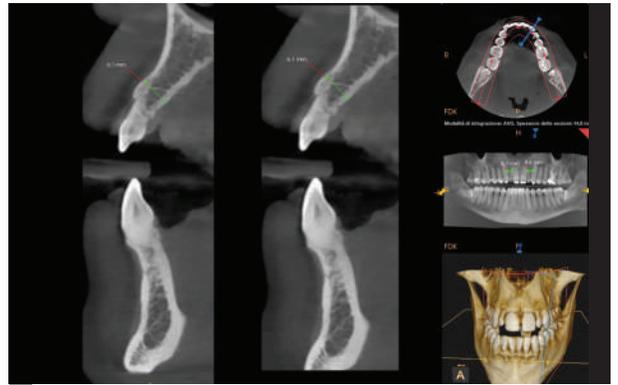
Cross section CT che evidenzia lo spessore vestibolo-palatale del 62
